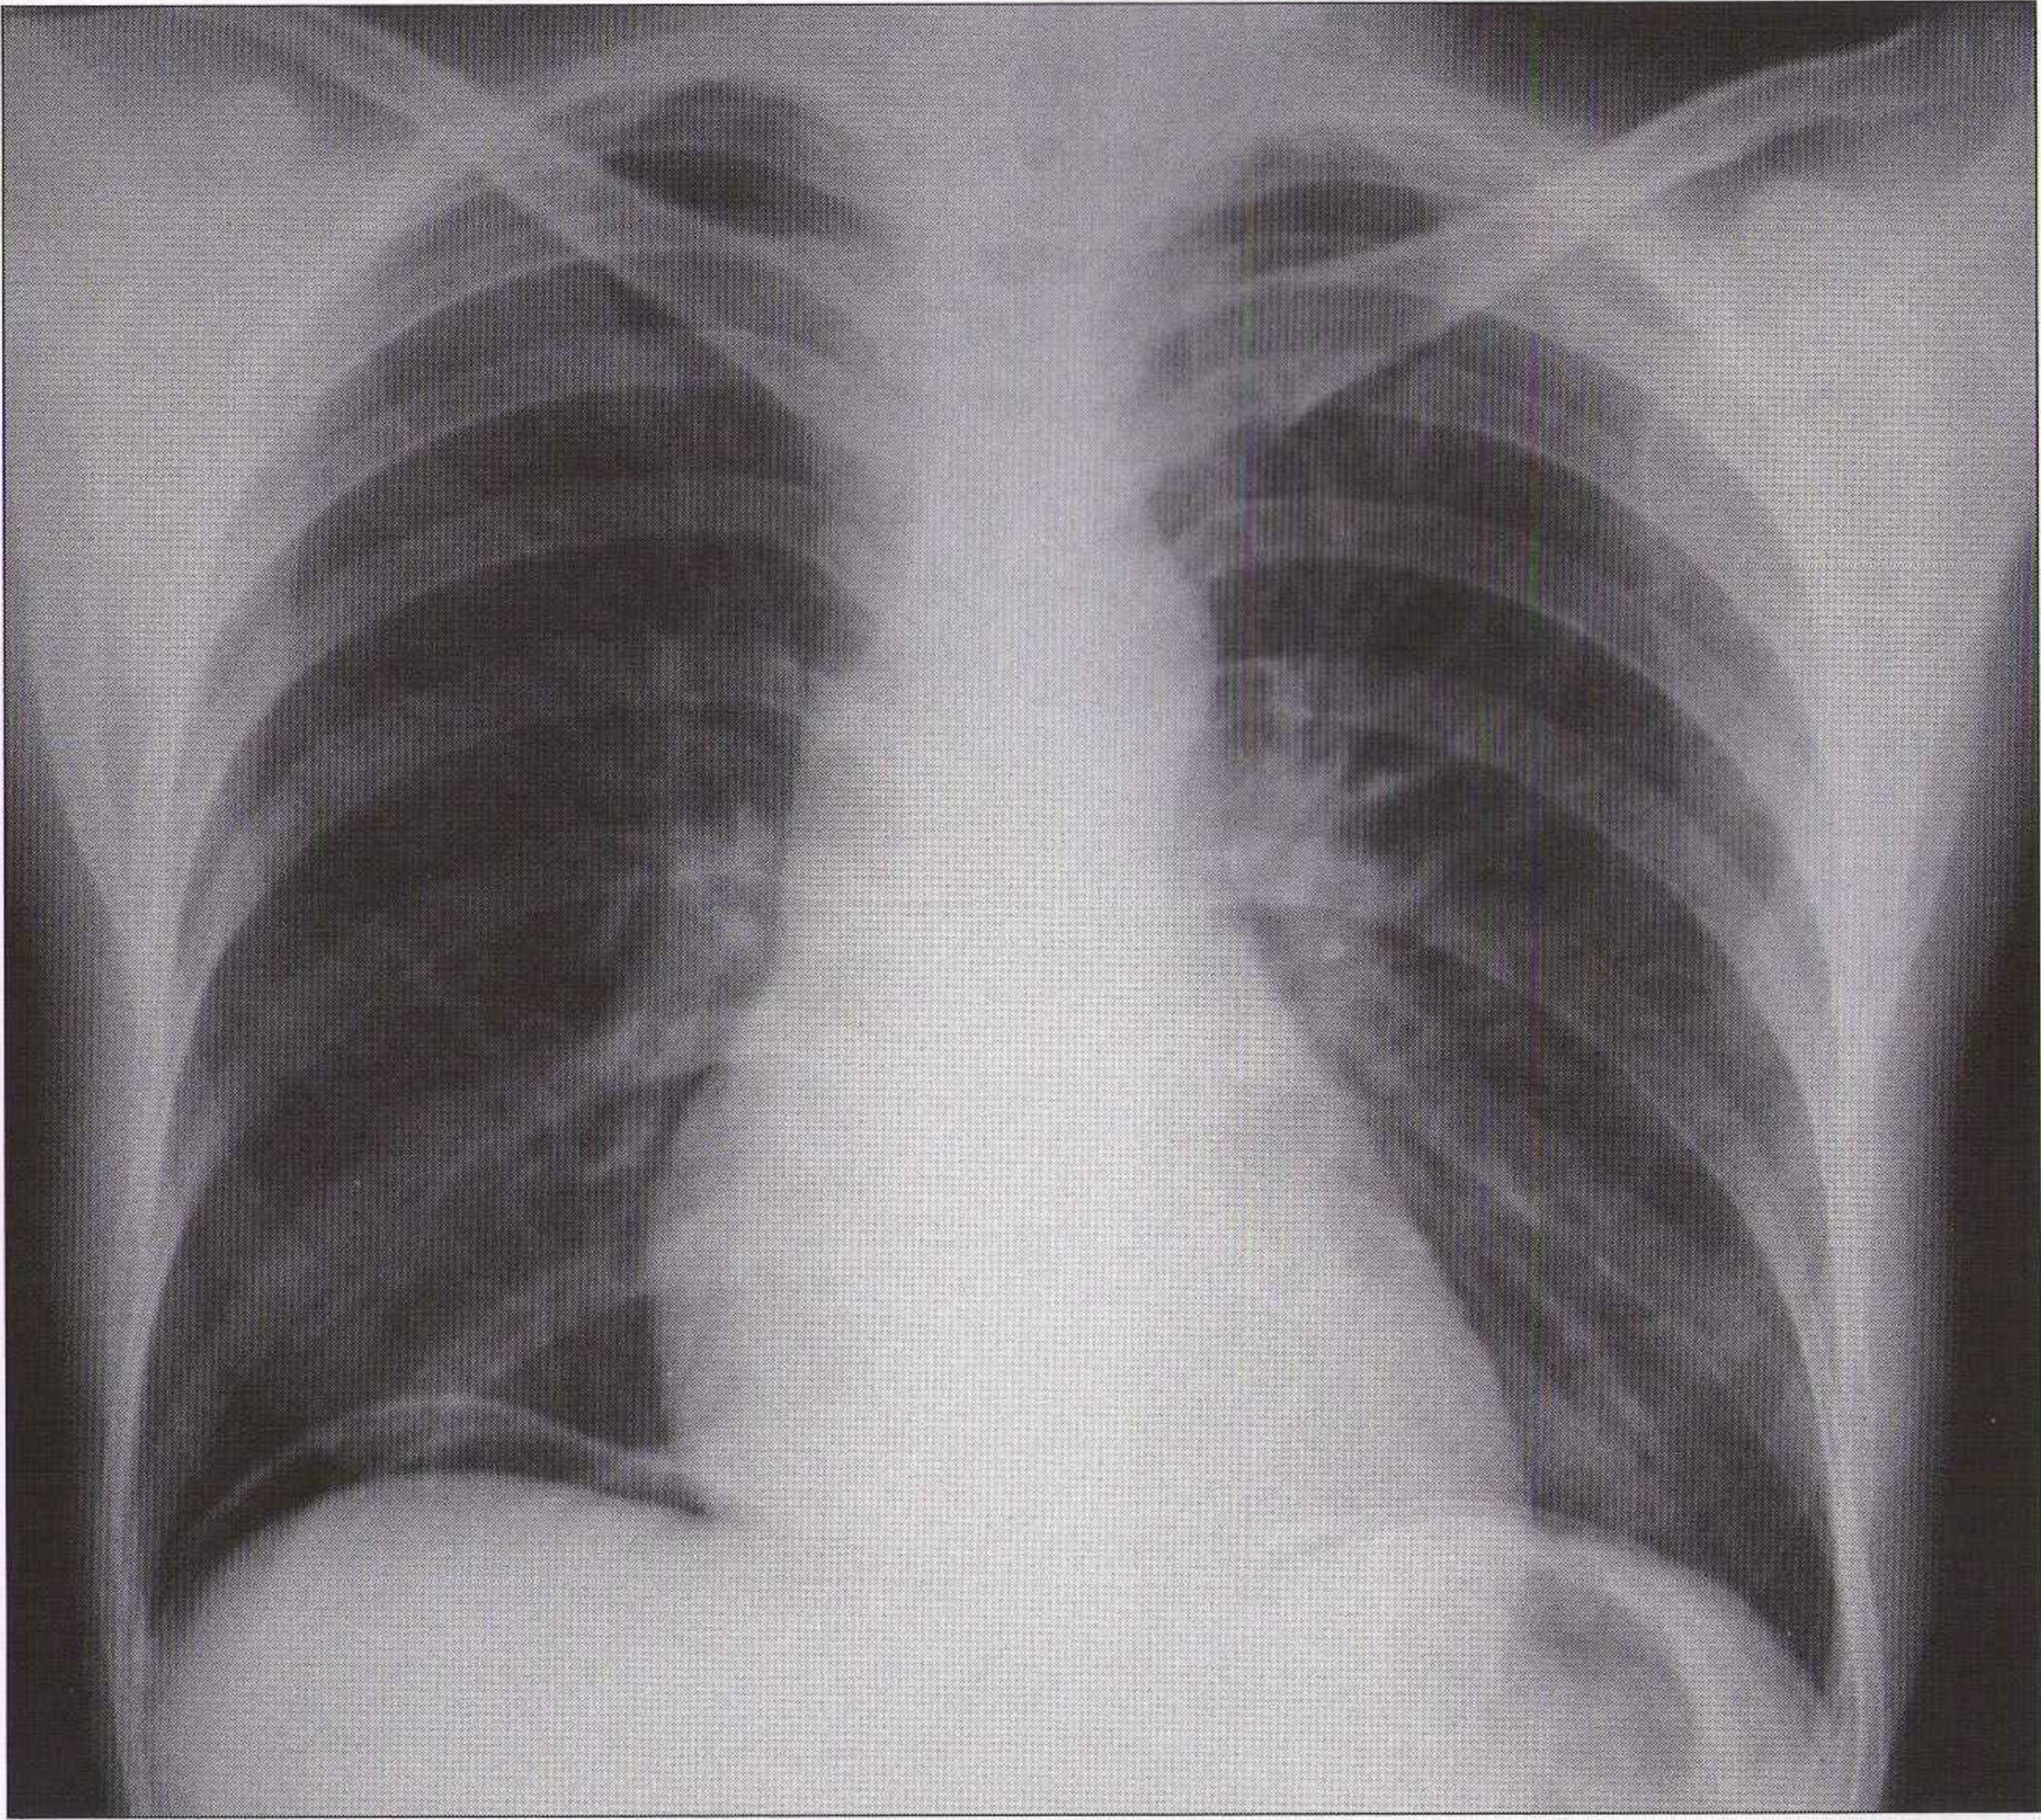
Pneumopéritoine : air visible sous les deux coupes diaphragmatiques. La radiographie la plus utile pour le diagnostic de perforation digestive est le cliché du thorax de face debout bien exposé.*
